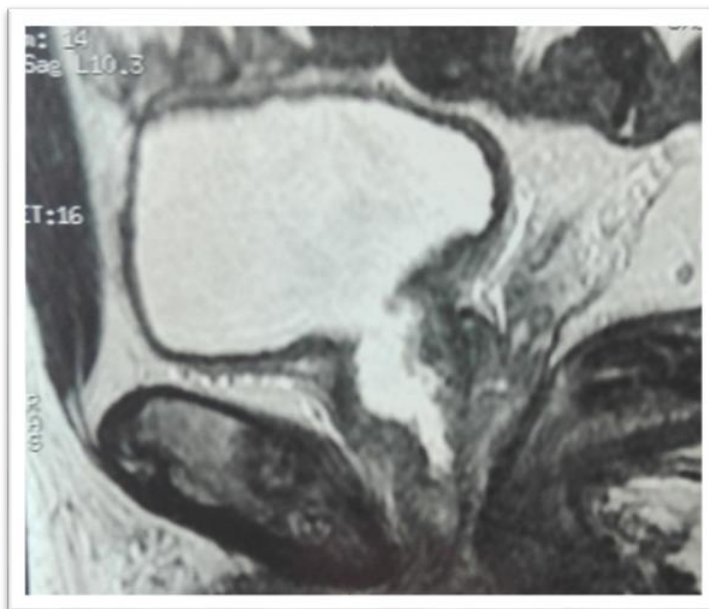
МРТ органов малого таза
